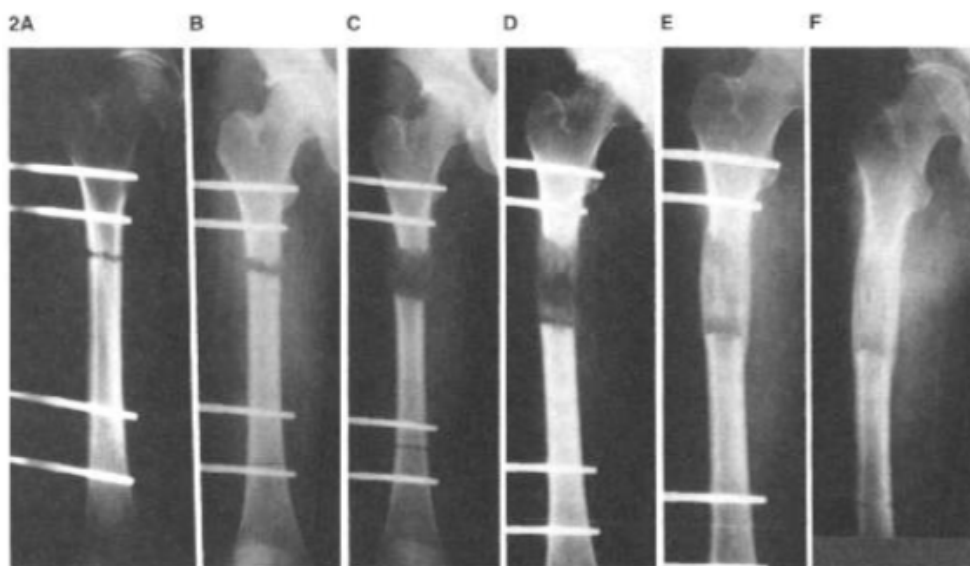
Radiographies. Cal osseux en distraction par fixateur externe monoplan selon De Bastiani
